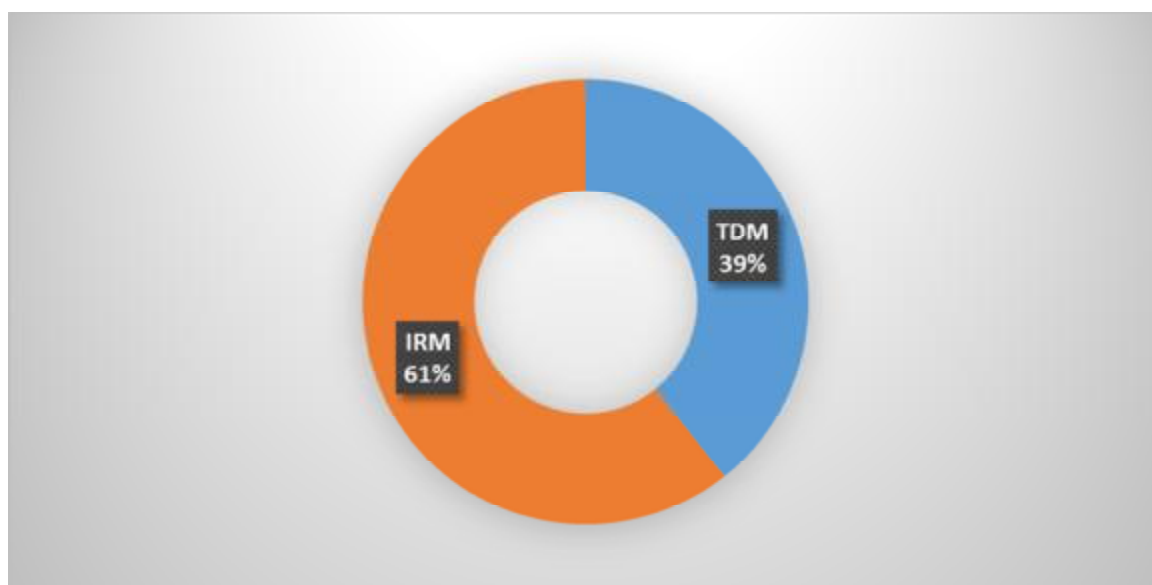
répartition des malades en fonction de l'examen réalisé (TDM ou IRM)
